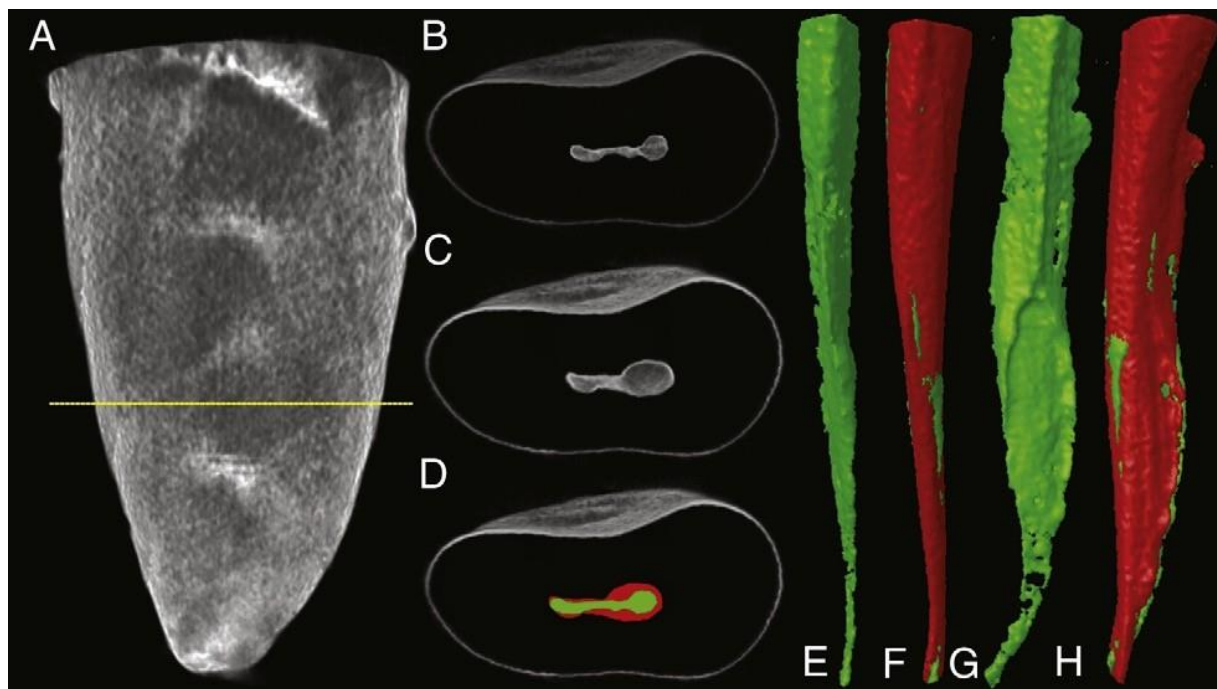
Représentation au micro-CT d'une incisive mandibulaire préparée au SAF. E et F = Vue vestibulaire avant (vert) et après superposition des zones instrumentées (rouge). G et H = Vue distale avant (vert) et après superposition des zones instrumentées (rouge).
